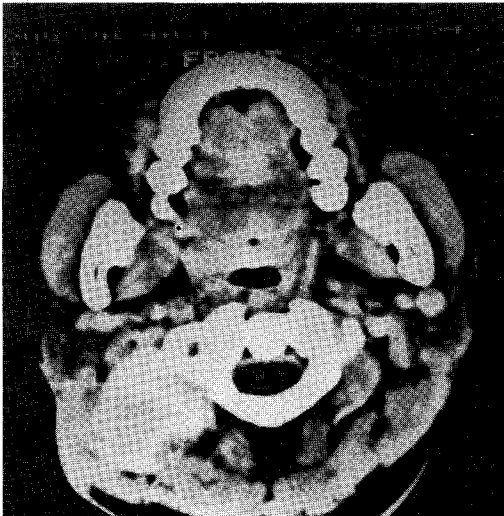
Left : Axial CT showing enhanced soft tissue mass in right occipital triangle area attached to SCM laterally and first cervical vertebra medially.
